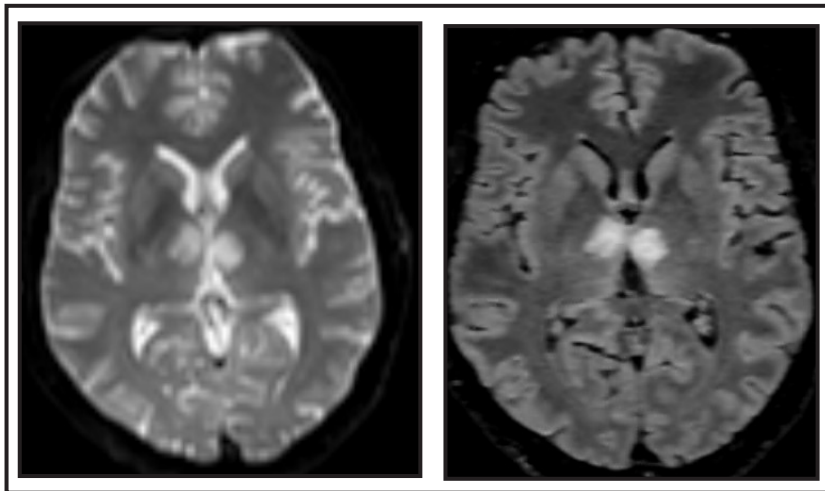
RMN del paciente, donde se observan lesiones hiperintensas en tálamo en DWI (a la izquierda) y en Flair (a la derecha).
